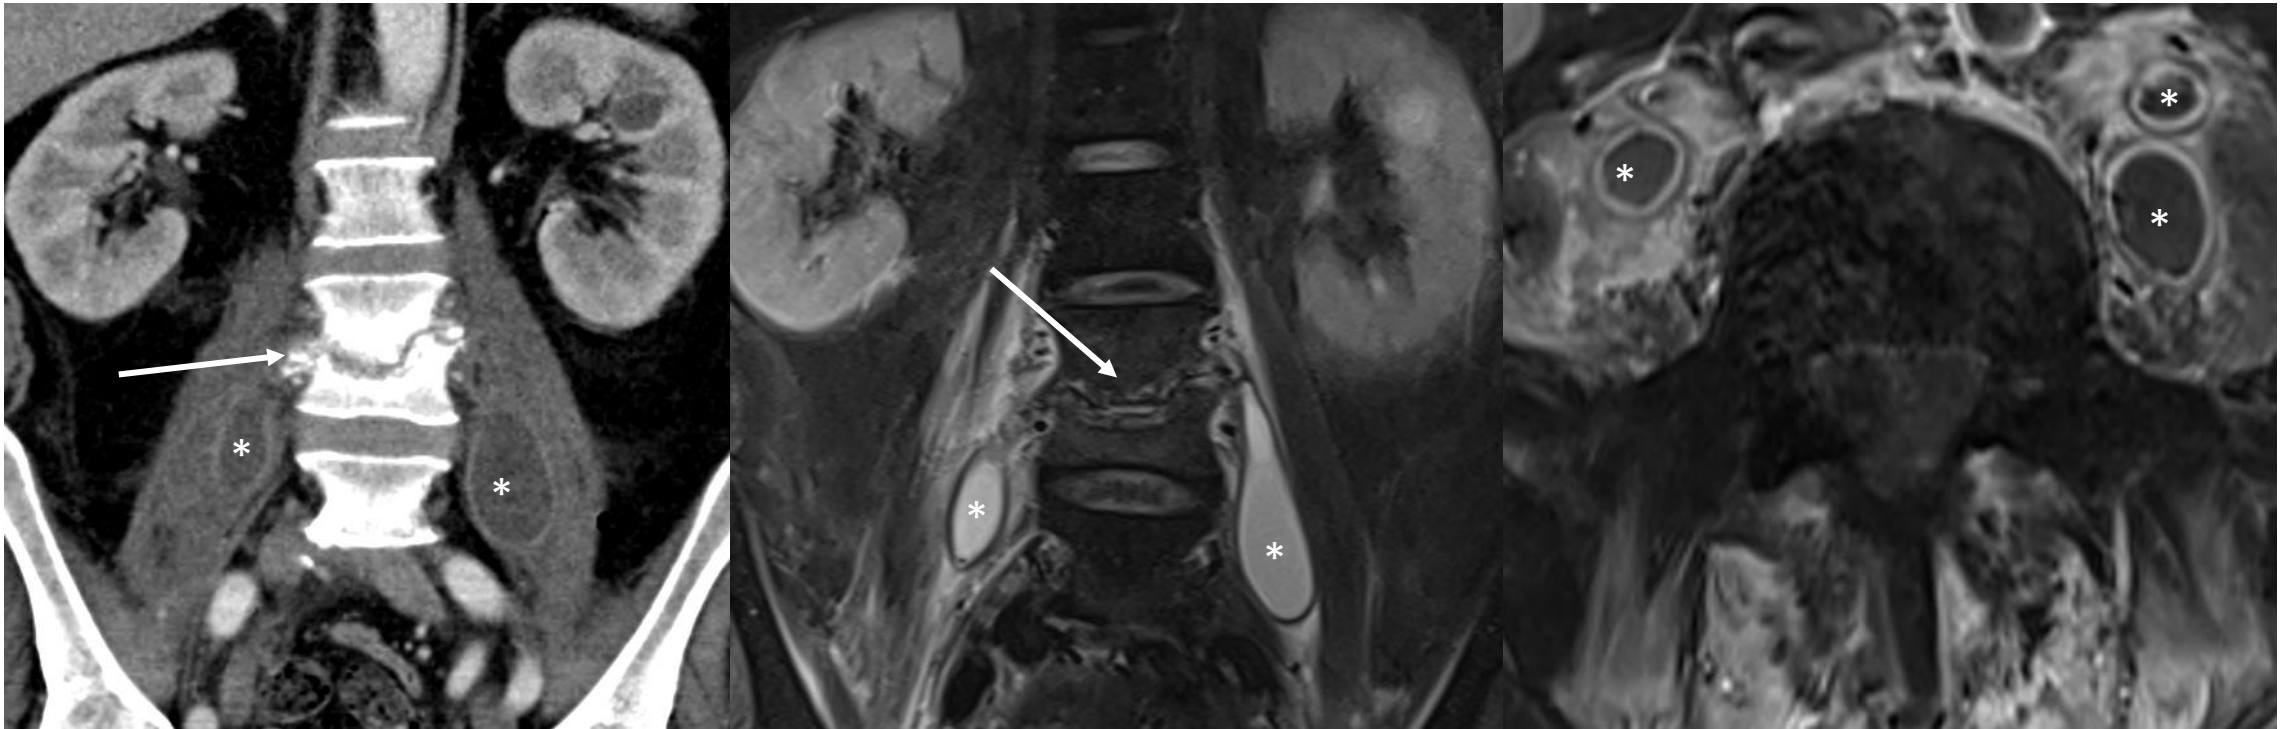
Paciente de 54 años con dolor lumbar y fiebre de semanas de evolución. Se realiza TC abdominopélvico que muestra colecciones hipodensas de paredes hipercaptantes en ambos músculos psoas (asteriscos), además de irregularidades y signos de agresividad en torno al disco L3-L4 (flechas). El estudio de RM de columna lumbar (corte STIR coronal y axial T1-Gad) confirmó los signos de espondilodiscitis infecciosa L3-L4 con abscesos paravertebrales en ambos músculos psoas (asteriscos), con captación periférica de contraste.
